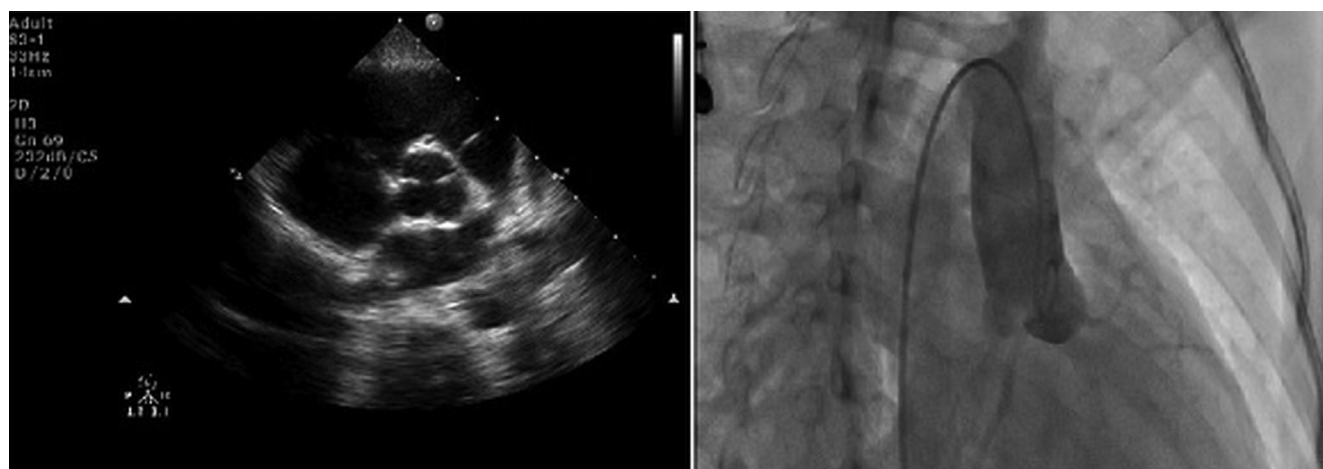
a: Transthoracic echocardiography (TTE) parasternal short axis views and b: coronary angiography of shows the origin of the LMCA arising from the right sinus of Valsalva LMCA: left main coronary artery (Case 2).
